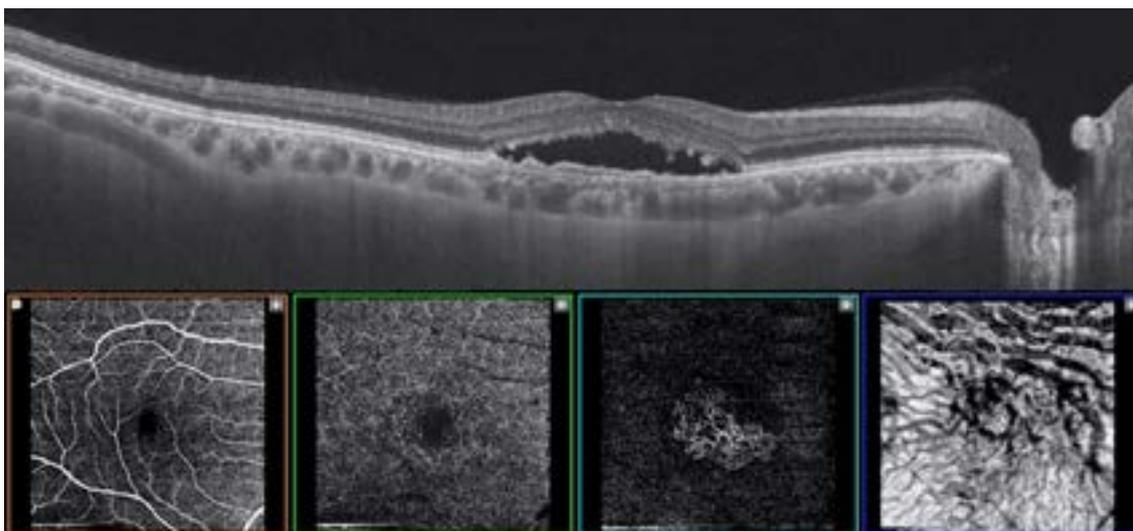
Imagen multimodal de un paciente con neovascularización paquicoroidea. En la tomografía de coherencia óptica (OCT, arriba) observamos un desprendimiento plano e irregular del epitelio pigmentario acompañado fluido subretiniano y de una clara dilatación de la capa de Haller. Las imágenes de OCT angiografía muestran imágenes a nivel de retina superficial, profunda, epitelio pigmentario y coroides (de izquierda a derecha). Las dos últimas ponen en evidencia la presencia de un complejo neovascular y una gran dilatación de vasos coroides a nivel macular respectivamente.
